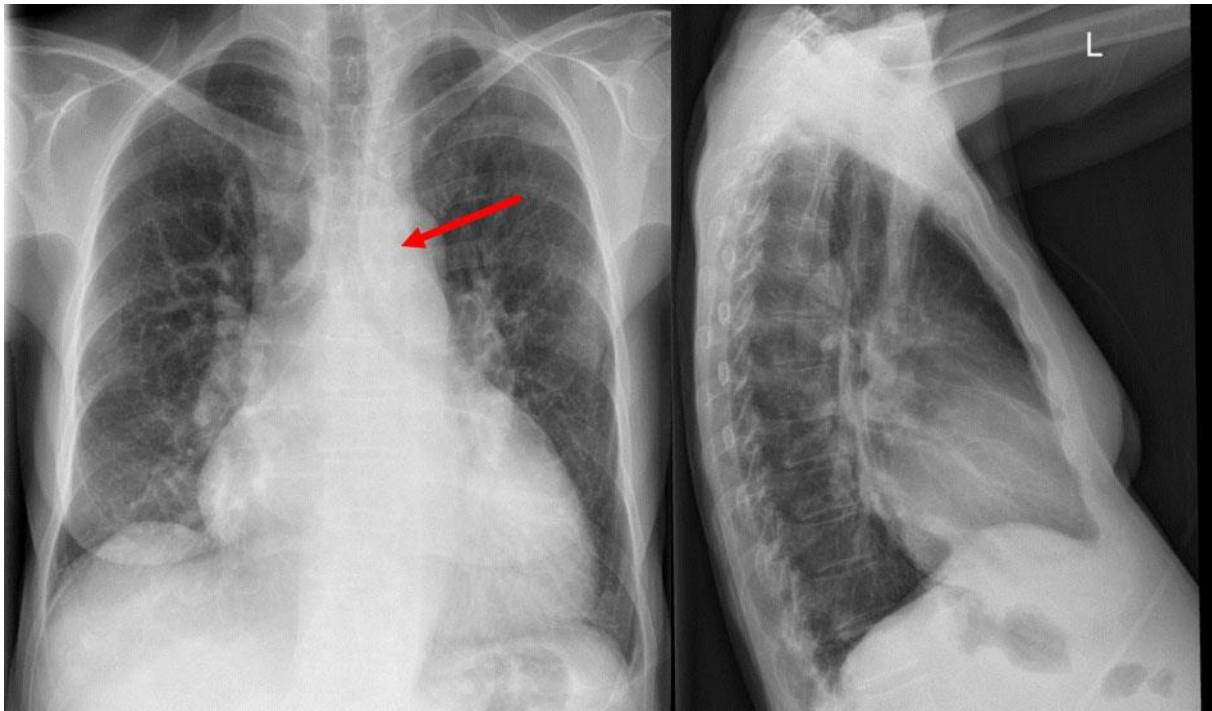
Radiografia torácica. Seta – artéria pulmonar proeminente. (Imagem de: Swiss Med Wkly. 2018;148:w14702 (2))
